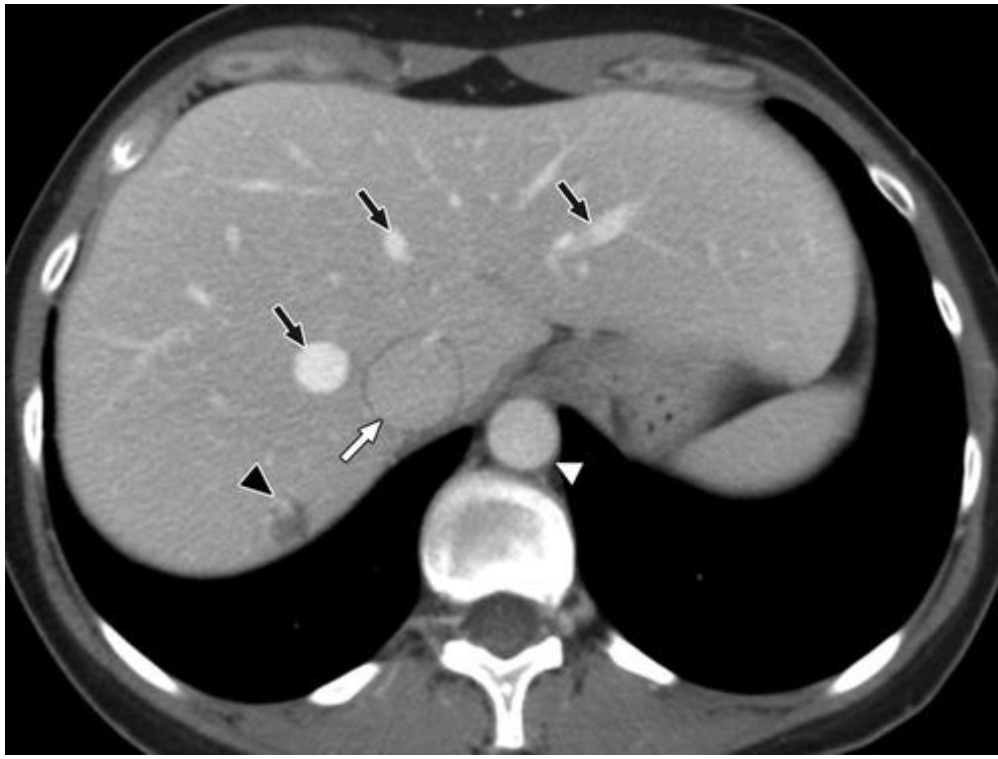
50-year-old woman with small hemangioma (black arrowhead, A and B). Attenuation of hepatic veins (black arrows), inferior vena cava (white arrow), and aorta (white arrowhead) are different from each other on axial CT image obtained at portal venous phase.
